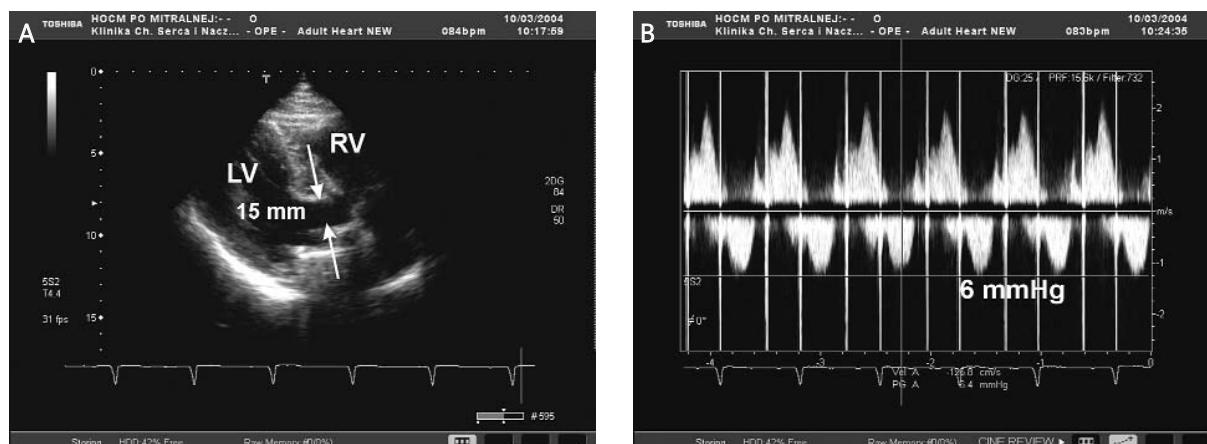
Obraz serca u przedstawianej chorej otrzymany przed zabiegiem operacyjnym. Echokardiografia przezprętkowa, projekcja na drogę wypływu lewej komory. Widoczne wpuklenie się proksymalnej części przegrody międzykomorowej zwężające drogę wypływu lewej komory (czarna strzałka) oraz zmniejszenie grubości przegrody w miejscu wykonywanej ablacji (biała strzałka)
